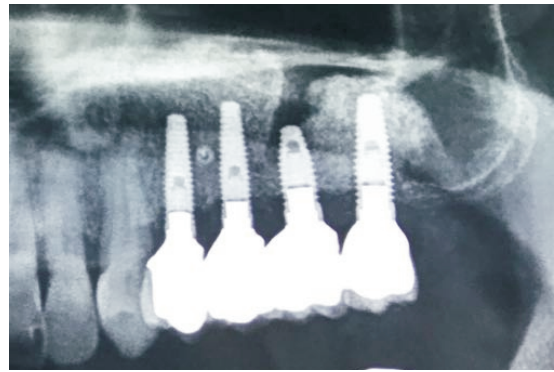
Imagen de una radiografía panorámica post-operatoria de 10 años del caso clínico de las FOTOS 20, 21, y 22 que muestra una excelente preservación del nivel óseo cervical de los implantes, una imagen estable del injerto del seno maxilar y una excelente adaptación entre la PLA y los implantes
